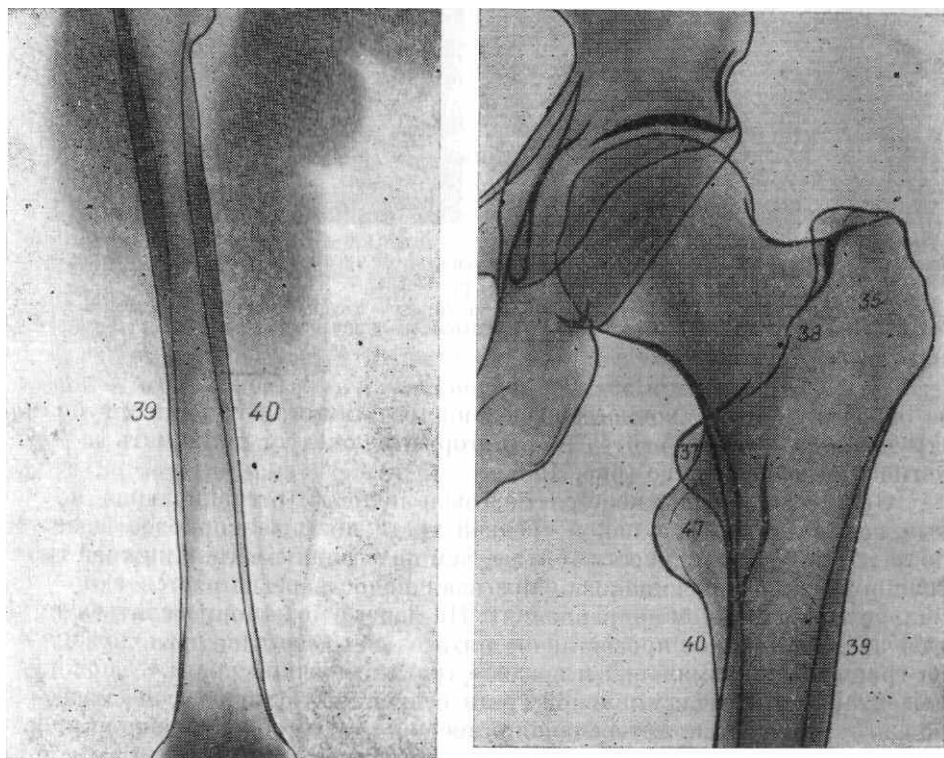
Рентгенограмма бедренной кости в прямой задней проекции.
